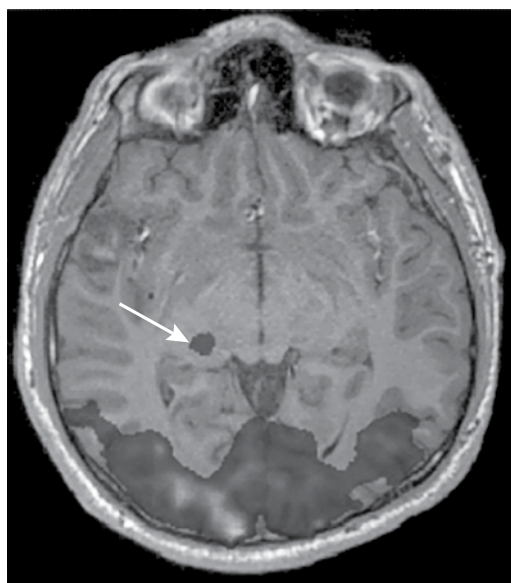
МРТ зрительной коры головного мозга со стимуляцией. Стрелкой показана активация наружного коленчатого тела
